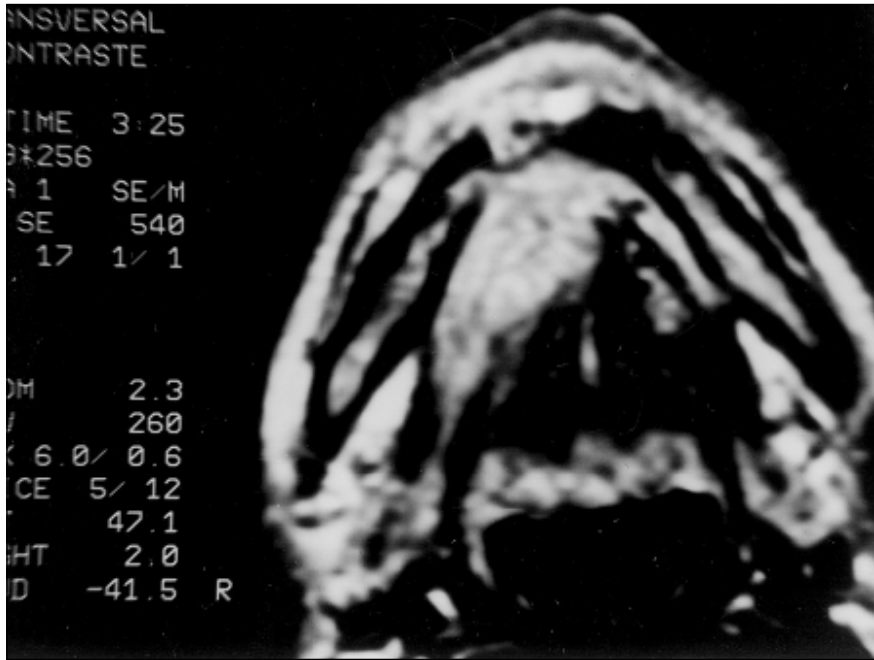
Corte axial de ressonância magnética com seqüência ponderada em T2. Carcinoma da porção anterior direita do soalho da boca. Note-se relação com a mandíbula.
